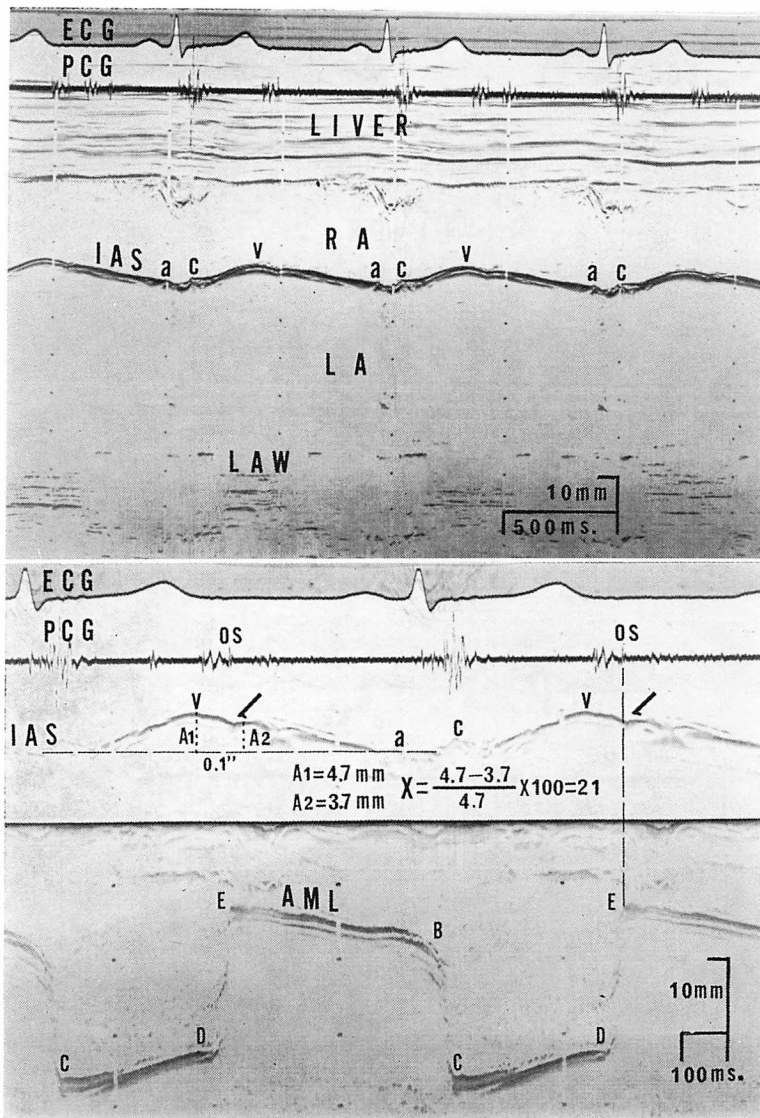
M-mode echocardiogram of the interatrial septum (IAS) from a patient with mitral stenosis.
